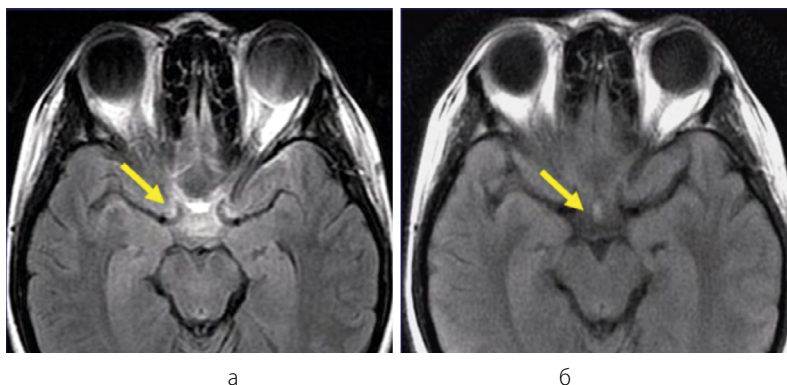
МРТ головного мозга, имеется металлоконструкция ЧЛО, в аксиальной плоскости: а – FLAIR ИП, б – PROPELLER FLAIR [14]. Отмечается снижение артефактов в проекции базиллярной артерии после использования PROPELLER FLAIR
